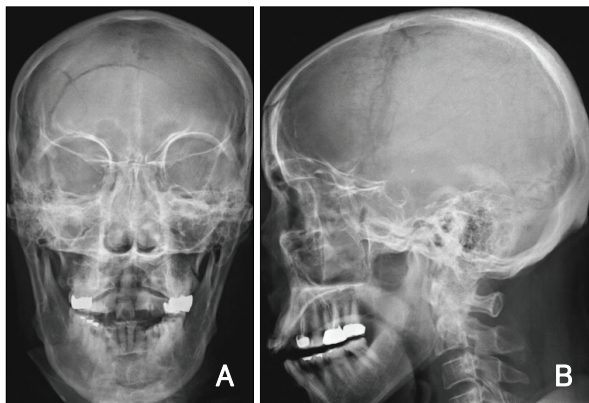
A 67-year old male. His initial skull X-ray (A, B) showed multiple craniofacial fractures.
